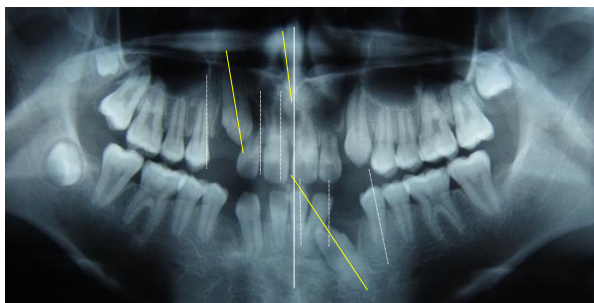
Diagnóstico de retención por medio de radiografía panorámica
